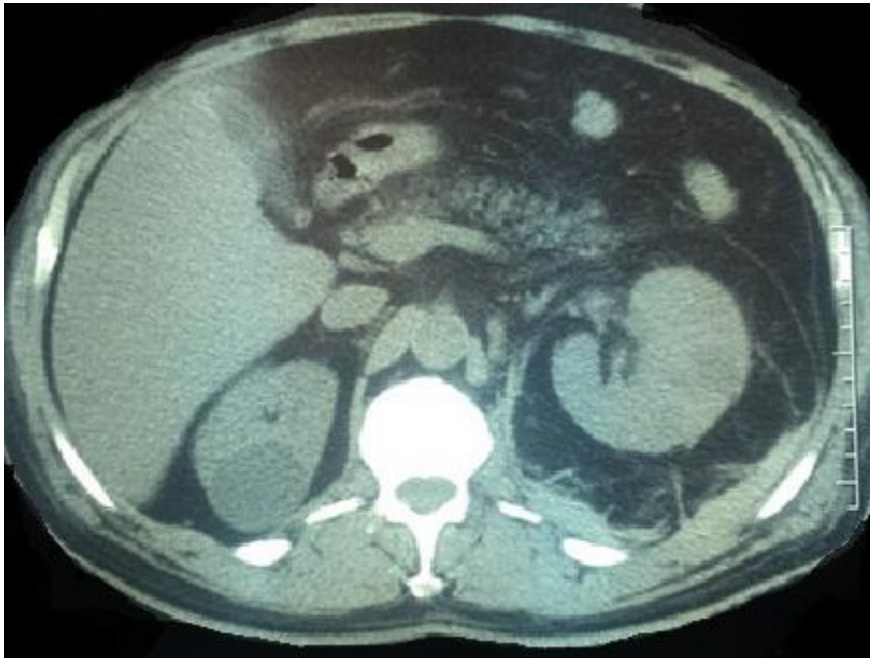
TDM abdominale montrant une pyélonéphrite emphysemateuse gauche avec lithiase de l'uretère pelvien 6 mm de diamètre. Stade 3a [122].
